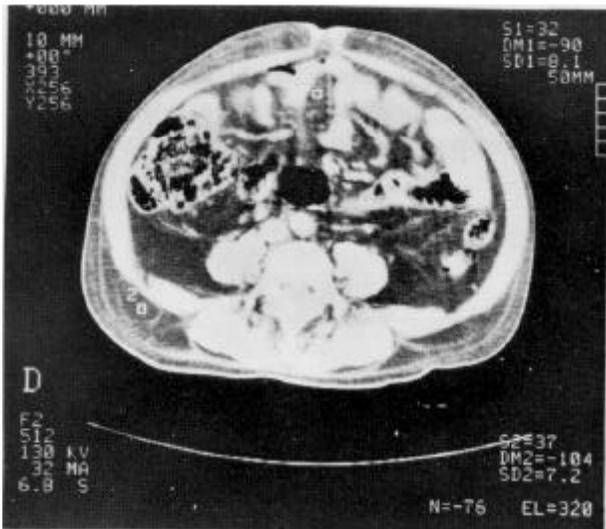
Tomografia computadorizada ao nível da cicatriz umbilical, em paciente com a síndrome de Cushing mostrando um aumento acentuado da gordura intraabdominal (39 anos, sexo masculino, índice de massa corpórea = 22 Kg/m², relação cintura quadril = 1,04. Gordura intraabdom/subcut. abdominal = 1,64).
